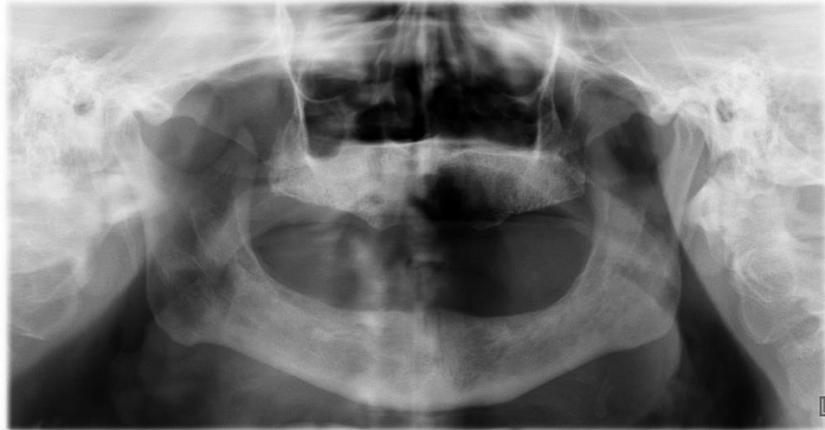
Ortopantomografía paciente número uno. Fuente directa.
